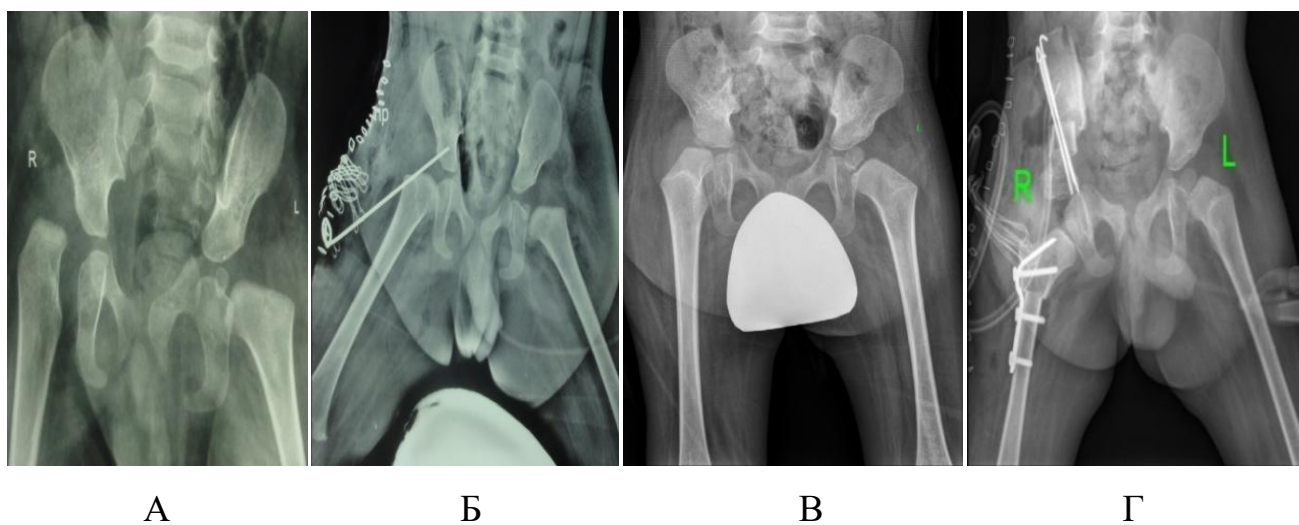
Результаты рентгенографии ТБС в прямой проекции пациента Ц., 2014 г.р. (и.б. №15/2292, 17/0599), диагноз амиоплазия, правосторонний вывих бедра, отводящие контрактуры ТБС: А – до лечения; Б – интраоперационно после ОВБ; В – через 1,5 года после ОВБ; Г – интраоперационно после ОВБ, в сочетании с КОБ, ПОС
